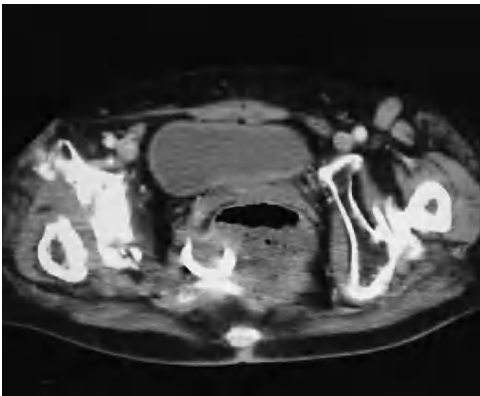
Tomografía computarizada pélvica: lesiones destructivas coxofemorales y de isquion derecho con absceso pararectal derecho en el que se aprecia un catéter en su interior.
